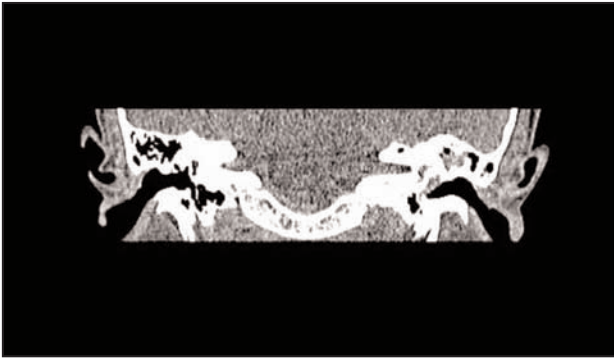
Reconstrucció coronal de TAC de crani en què es visualitza hematotimpà esquerre i ocupació de cel·les mastoïdals.
